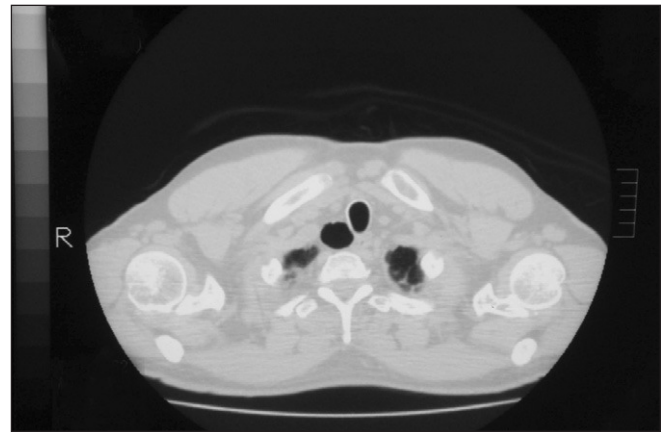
Imagen de tomografía computarizada cervical. Divertículo traqueal de 2 cm de diámetro, situado en la región subclavicular derecha.
